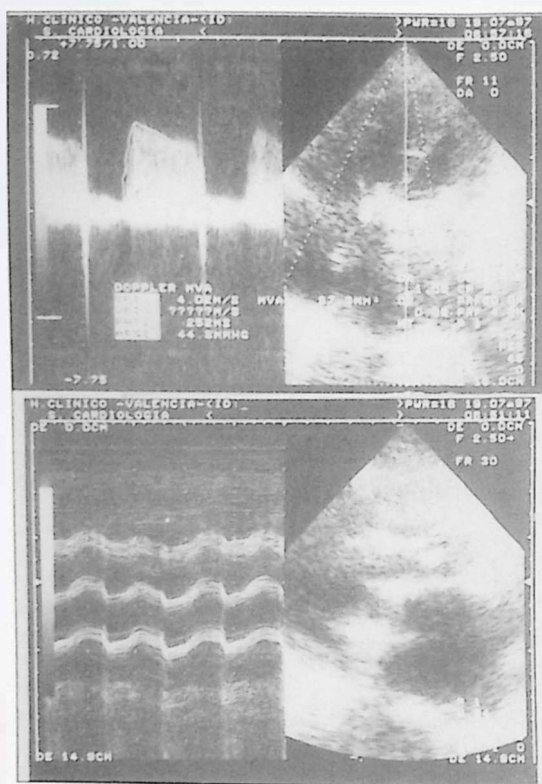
Ecocardiografía inicial. Arriba: Registro Doppler-continuo a nivel de la prótesis mitral con velocidad máxima del flujo transprotésico de 4,02 m/s y área estimada por tiempo de hemipresión de 0,87 cm². Abajo: Ecocardiografía bidimensional y modo M que muestra el bloqueo de la prótesis mitral.
